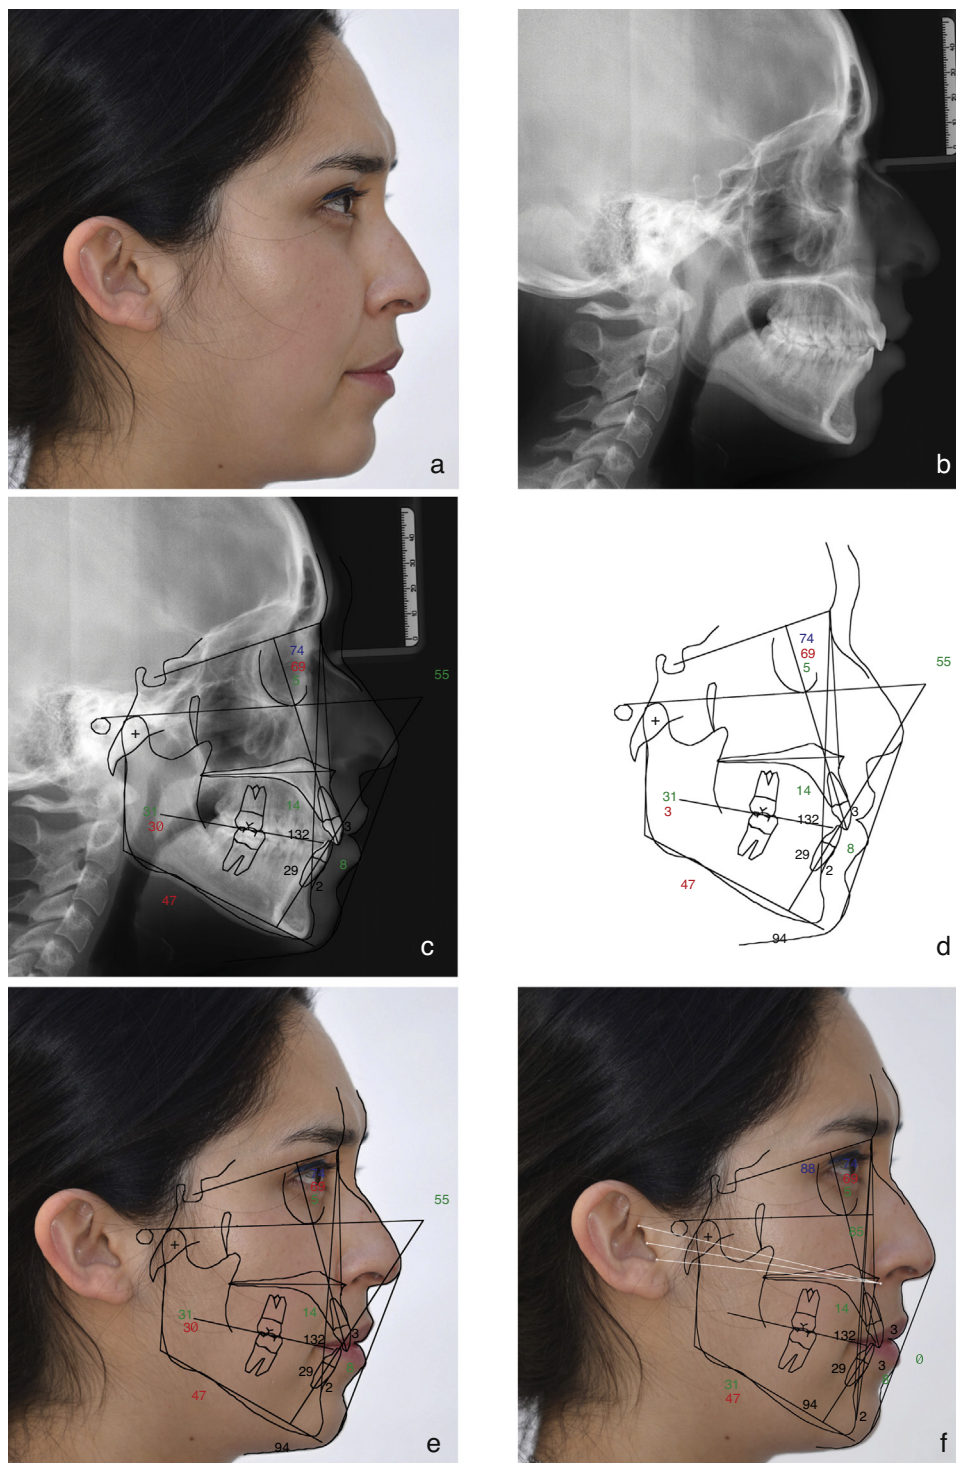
Técnica de superposición. a. Fotografía estandarizada. b. Telerradiografía. c-d. Trazado cefalométrico. e. Fotografía y cefalometría superpuestas. f. Trazado de los tres planos de Camper (en color blanco).
